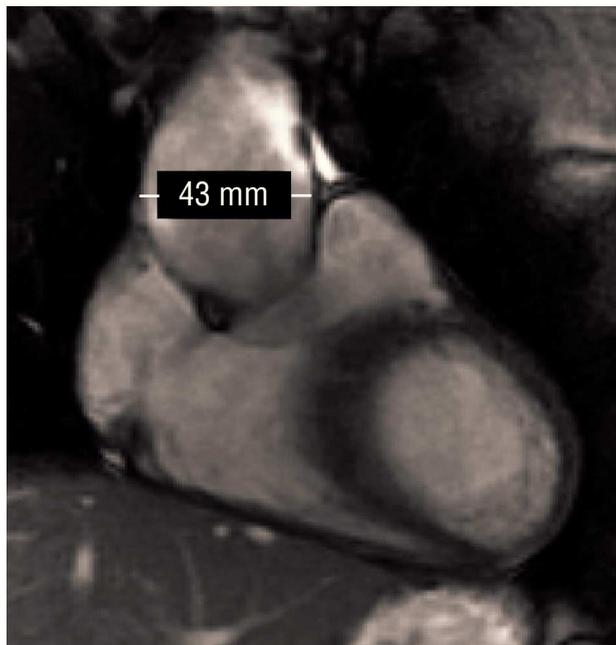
Corte sagital de resonancia cardiovascular: se visualiza el aneurisma aórtico en el tercio inferior y medio de la aorta ascendente.
